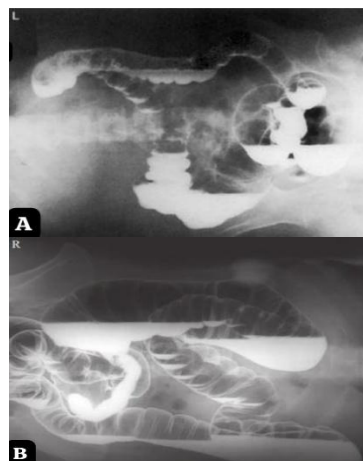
Radiograf Proyeksi *Lateral* (Lampignano & Kendrick, 2018).
